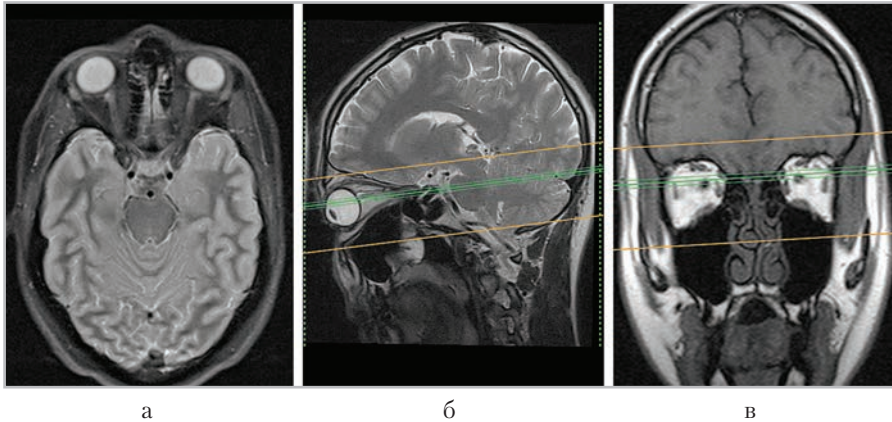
МР-томограммы, полученные для планирования аксиальных срезов (*а*) в сагиттальной (*б*) и коронарной (*в*) плоскостях
